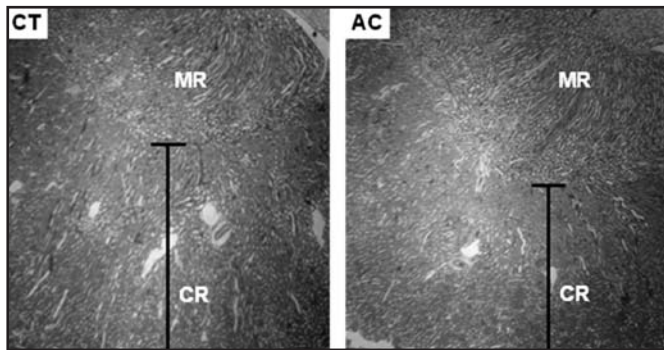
Fotomicrografia de plano transversal do rim direito dos animais dos grupos CT e AC demonstrando a região cortical (CR) e medula (MR) dos rins Região cortical e medular do rim do grupo CT. (HE. 100X).
